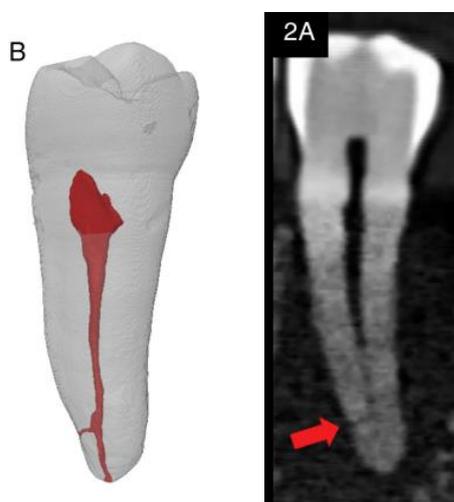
Tomografía Computarizada, A. Reconstrucción en 3d de diente.
